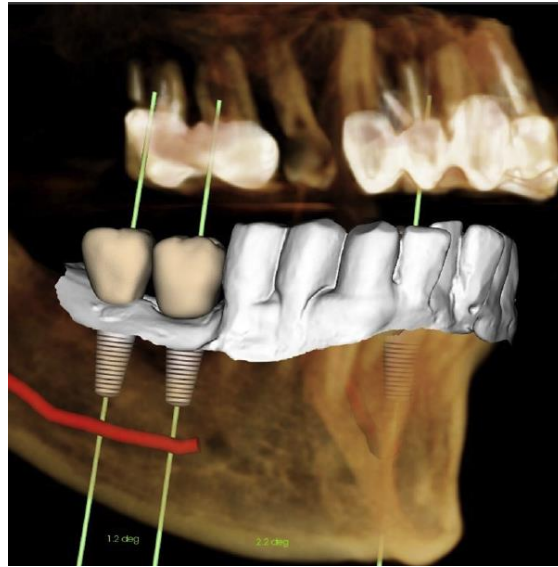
Modelo 3D a partir de una CBCT con integración de un escaneo 3D con transparencia que permite la visualización del nervio dentario, y la posición de implantes dentales.<sup>11</sup>
